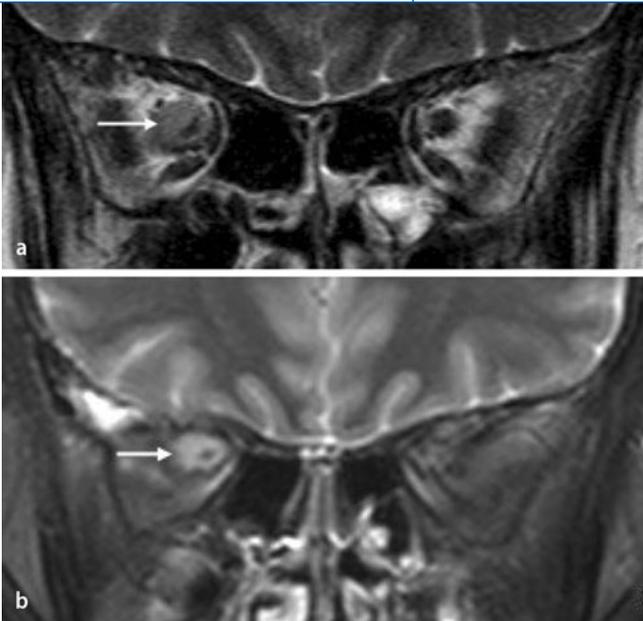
◀ MRT-Verlauf, T2-gewichtet, eines OSM rechts a vor und b 12 Monate nach SFRT mit 54,4 Gy mit einer täglichen Einzeldosis von 1,7 Gy über 6 Wochen. Der Tumor ist nach Strahlentherapie kleiner und weniger solide als prätherapeutisch (Pfeil)
